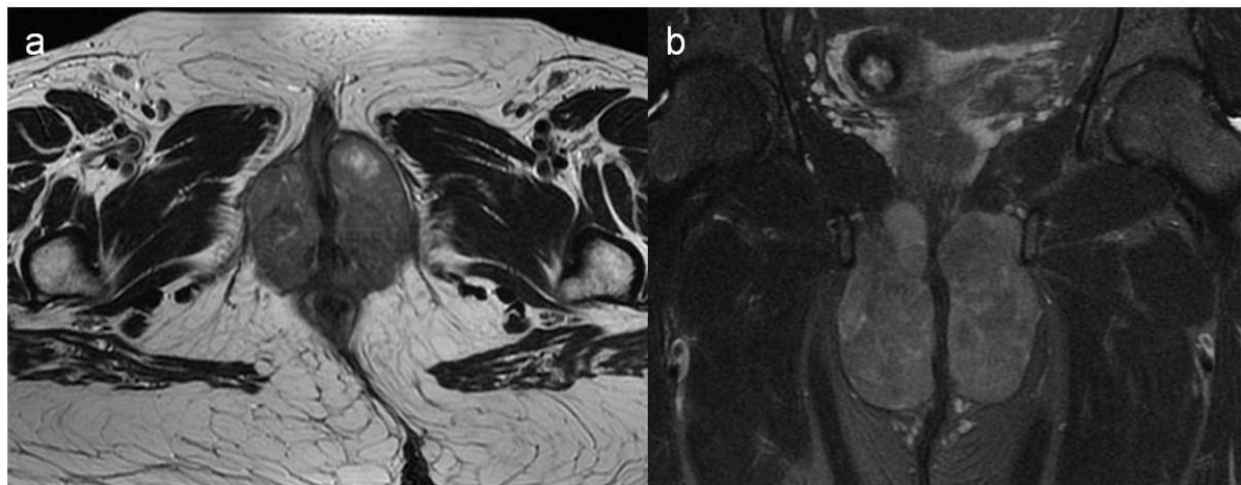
Mujer de 56 años con tumoraciones en ambos labios mayores de gran tamaño. Imágenes de RM axial potenciada en T2-FSE (a) y coronal potenciada en T2-FSE con SG (b). Tumoraciones sólidas con IS baja que ocupan ambos labios mayores, lobuladas y de bordes bien definidos, que respetan clítoris y la musculatura perineal, desplazándolos pero sin infiltrarlos.
